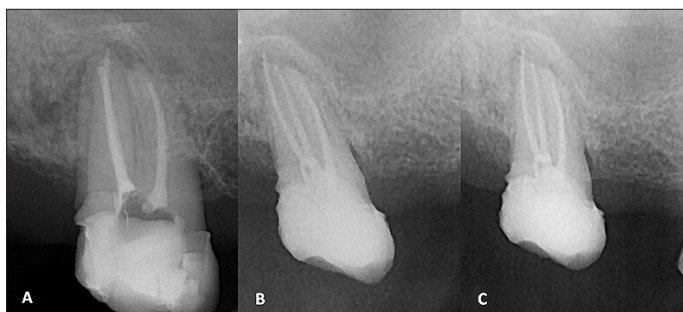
(A). Radiografía periapical de control. (B) Radiografía periapical de control a los 2 meses. (C) Radiografía periapical de control a los 2 meses con deslizamiento mesial.
